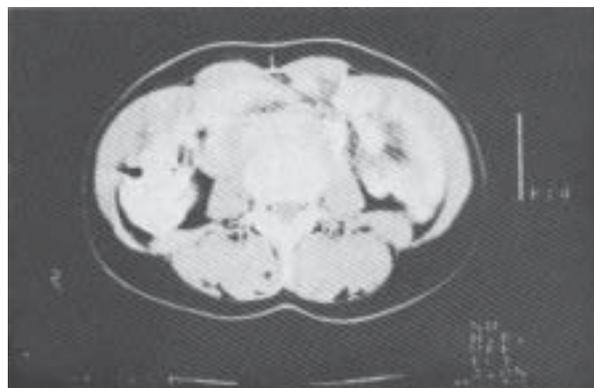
Tomografía computarizada, que muestra múltiples adenomegalias retroperitoneales en situación paraaórtica y paracava derechas.
